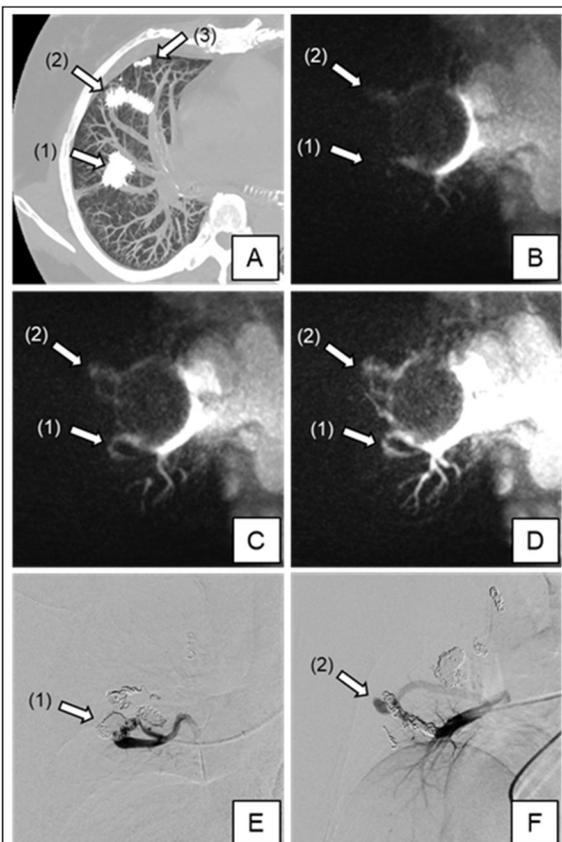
50 歳代、女性。肺動静脈奇形塞栓術後。A：非造影 CT。B-D：ASL 併用 UTE-MRI の連続画像。TI 値はそれぞれ、200、506、812 ミリ秒。E-F：血管造影画像。番号は病変番号を示す。ASL 併用 UTE-MRI 画像では、(1)、(2)の病変でコイル内の血流信号が連続的に描出され、再発と診断し得る。血管造影で 2 病変ともコイル内を介した血流の再発と診断された。
